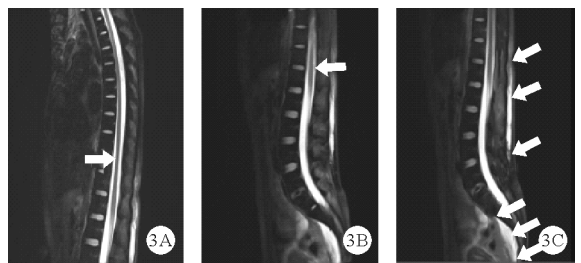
2024年4月22日患者脊柱胸腰骶尾段水成像+普通扫描MRI检查结果(A:胸髓疑似信号,如箭头所示;B:脊髓圆锥疑似信号,如箭头所示;C:腰背部和骶前软组织肿胀,如箭头所示)
